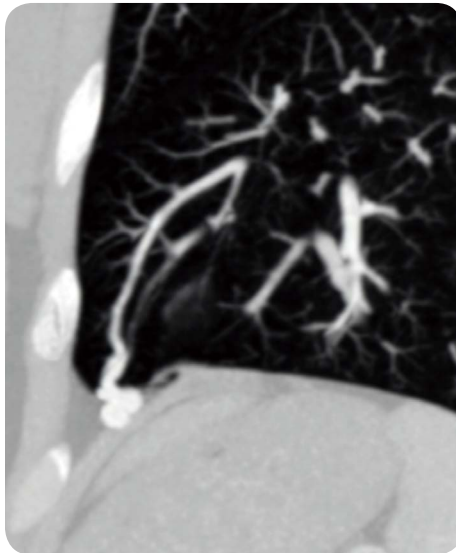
造影 CT での MIP 像では A8 末梢に AVM を認める。
